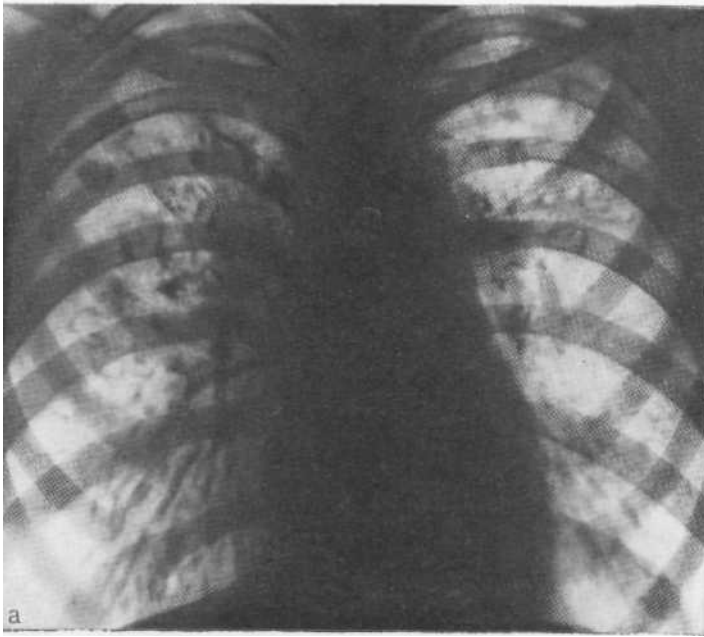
Рентгенологическая картина диссеминированного туберкулеза легких. I — наиболее частые варианты с характерной локализацией очагов, полиморфизмом, наличием деструкции; II — редкие варианты, сочетающиеся с поражением внутригрудных лимфатических узлов.
